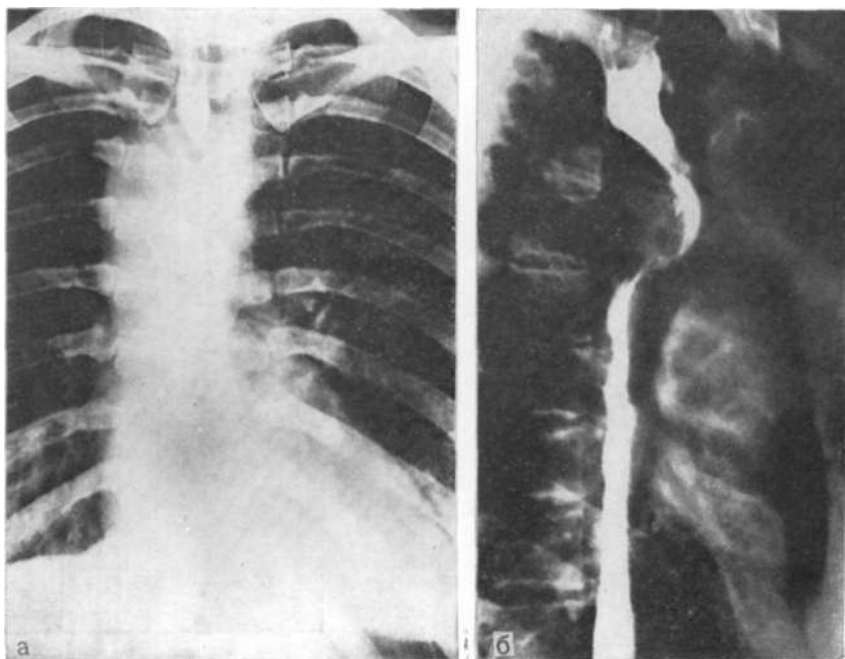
Обызвествленная киста заднего средостения и смещение пищевода на рентгенограмме.
